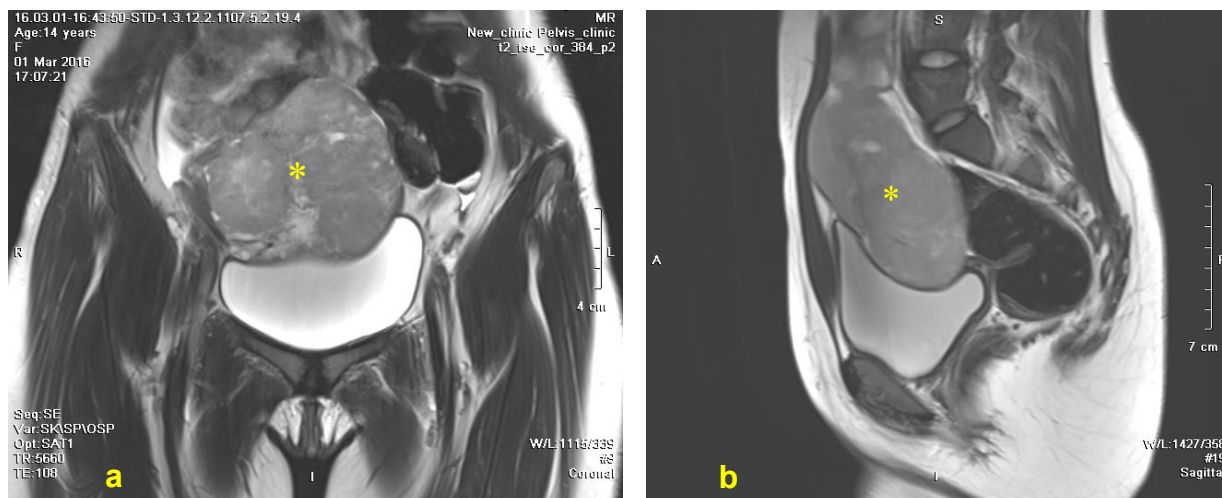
IRM: (a) proiecție frontală, (b) proiecție sagitală: formațiune solidă a pelvisului (*).
